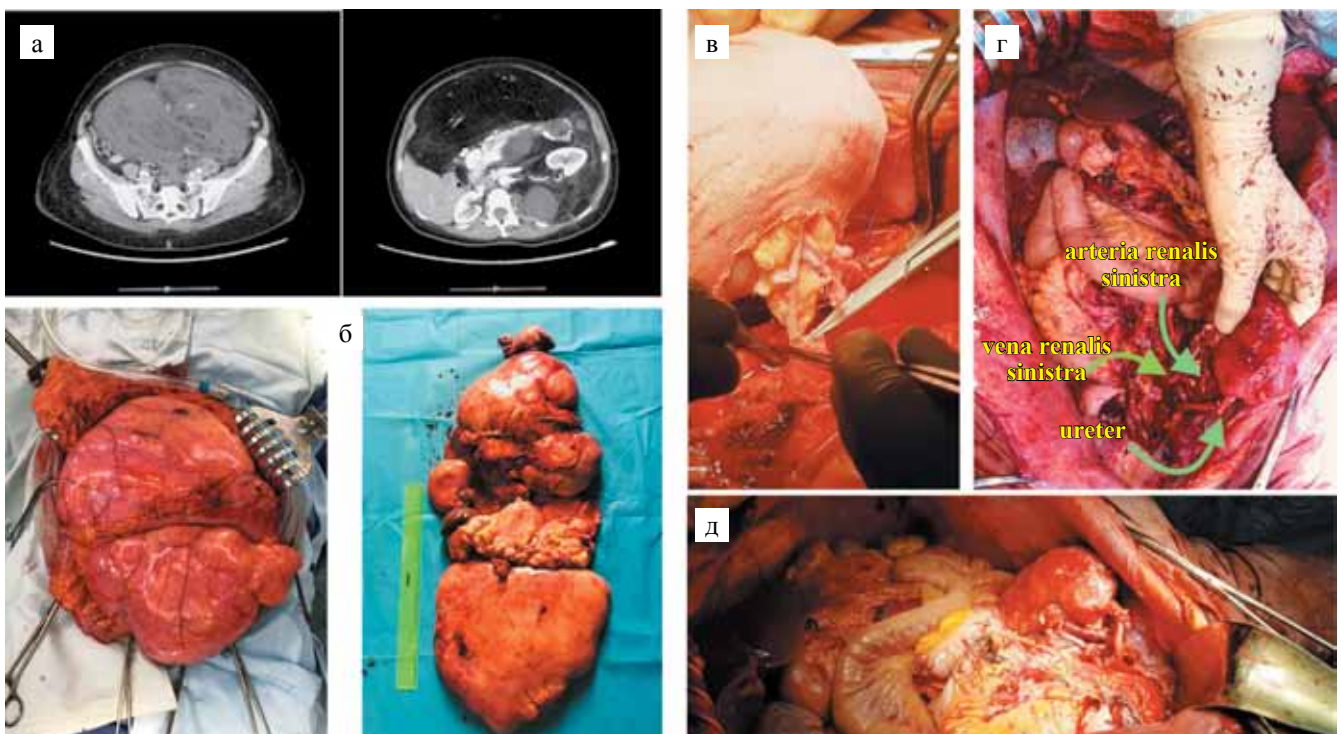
Этапы обследования и лечения, пациентка Д., 51 год: а – МСКТ органов брюшной полости и ретроперитонеального пространства с внутривенным болюсным контрастированием; б – интраоперационная картина удаления забрюшинной неорганный опухоли; в–д – этапы аутотрансплантации почки
